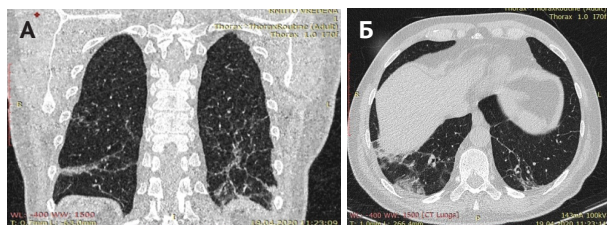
КТ-грамма легких в период разгара заболевания. А – фронтальная проекция, Б – поперечный срез. Стрелками отмечено поражение по типу «матового стекла»
